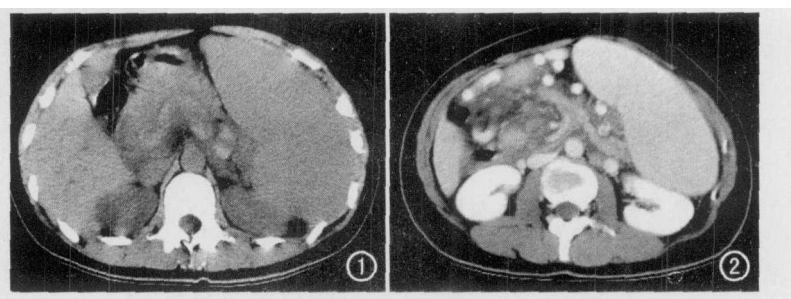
CT 平扫胰腺肿大, 胰周脂肪间隙消失, 胰腺内见灶状高密度, 脾脏大。图 2 CT 增强扫描示胃底及脾脏内缘见多个团状的血管影呈串珠状, 且部分血管内见低密度的缺损影, 脾巨大。
